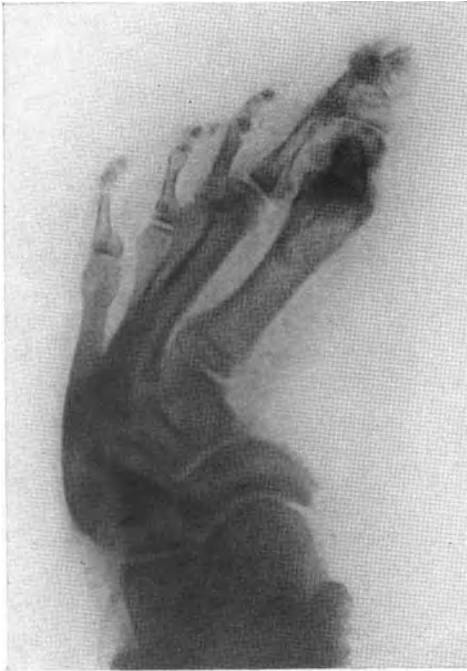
Verbogene Metatarsalia bei nach innen luxiertem Kahnbein. (Nach einem Röntgenbild von Kuh.) (Seitenverkehrt.)
